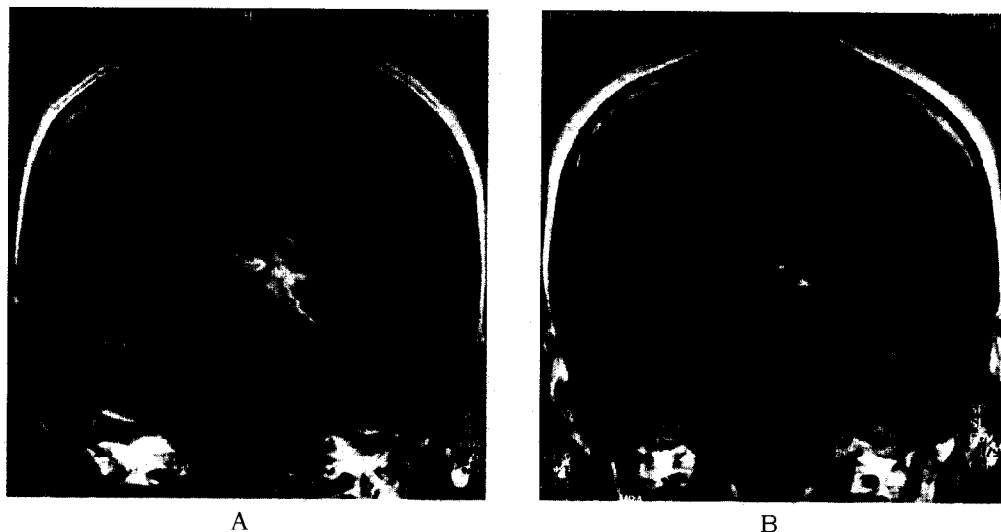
Godolinium-enhanced T1 weighted coronal MRI performed on 6th day(A) and 36th day(B)
